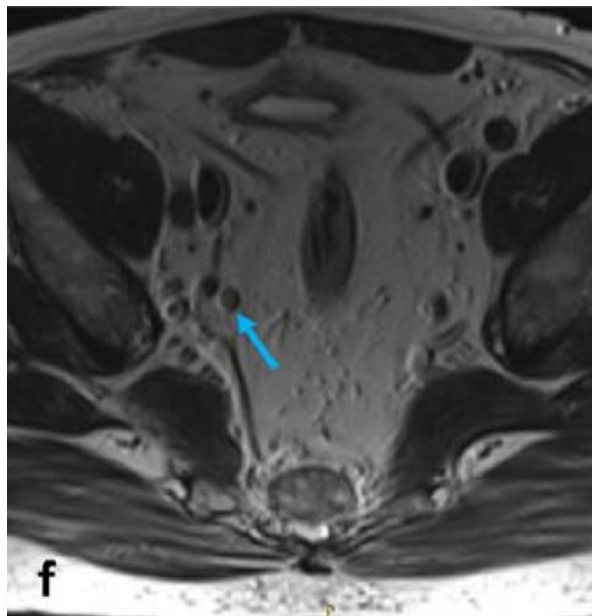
IRM en haute résolution, coupe axiale pondérée T2 montrant une adénopathie iliaque interne droite suspecte (flèche bleue) chez un patient atteint d'un cancer du rectum
